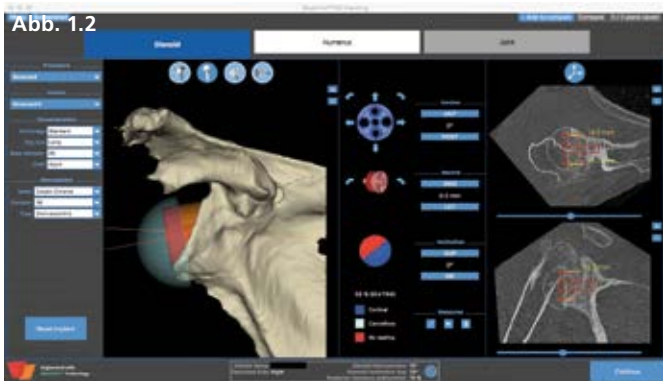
CT basierte Planung des Glenoidaufbau mit autologem Knochen (Blueprint)
